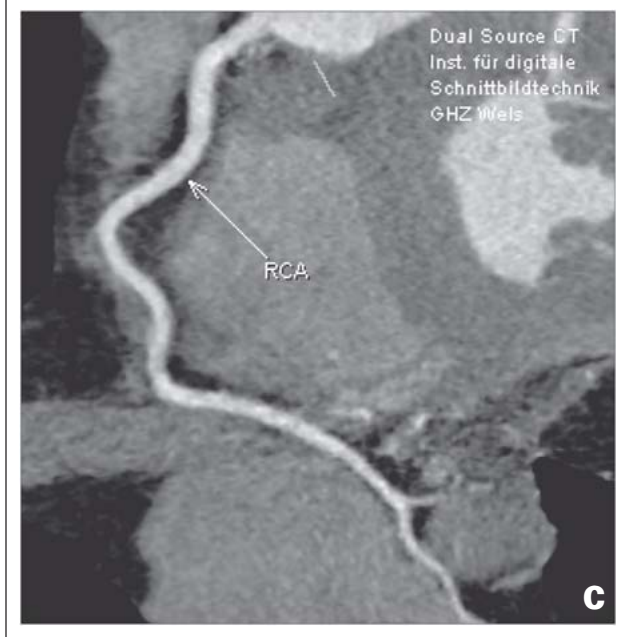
a–c: Koronararterien: Mit einer CTA mit einem Dual Source-CT konnte eine hämodynamisch relevante Stenose der Koronararterien ausgeschlossen werden.
